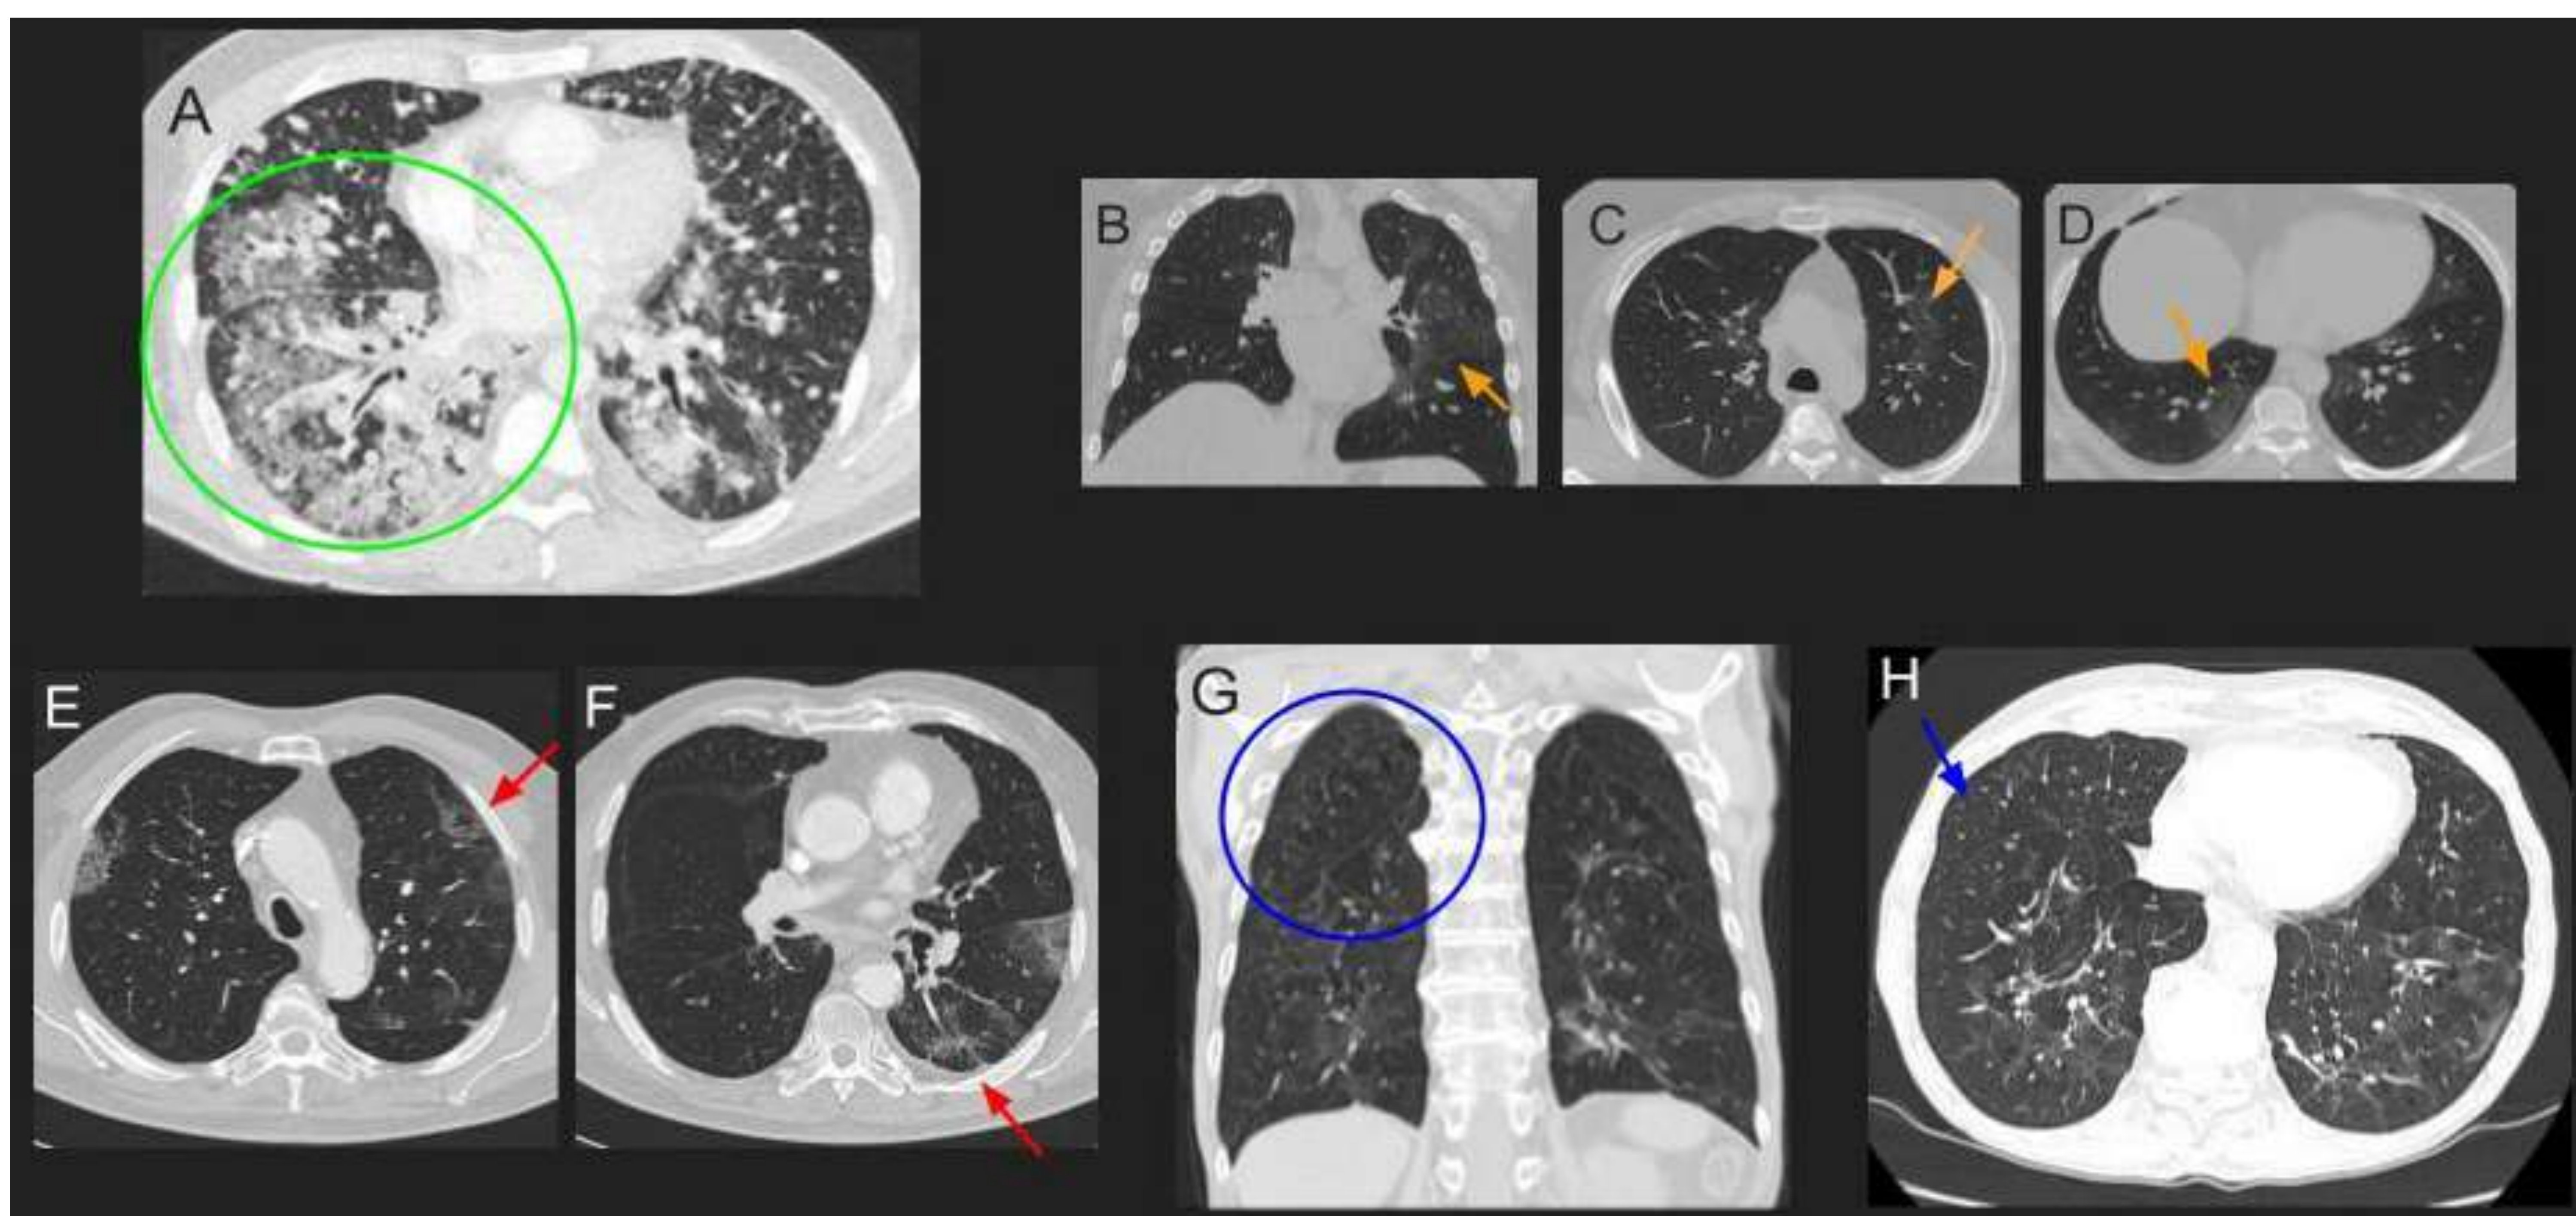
Las imágenes TC muestran diferentes hallazgos radiológicos inducidos por medicamentos. La imagen A muestra áreas difusas de opacidades alveolares en vidrio esmerilado con engrosamiento septal interlobular (○) en un paciente con inmunoterapia PD-L1. En las imágenes B, C y D se observan opacidades parcheadas en vidrio esmerilado en un paciente en tratamiento con Metotrexato (↗). Las imágenes E y F muestran opacidades en vidrio esmerilado intersticiales (↗) en un paciente en tratamiento con Folfox. Las imágenes G y H muestran opacidades nodulares intersticiales (○/↗) en un paciente tratado con Pembrolizumab.
